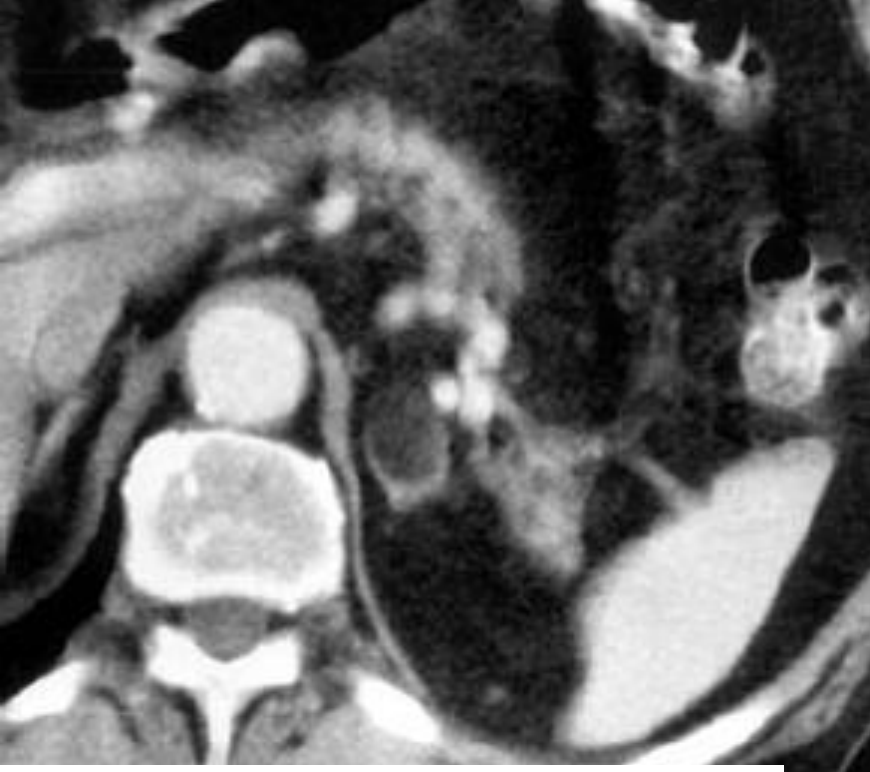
Contrast-enhanced CT scan of the retroperitoneum shows a fat-density mass with a rim of soft tissue in the left adrenal gland consistent with myelolipoma
